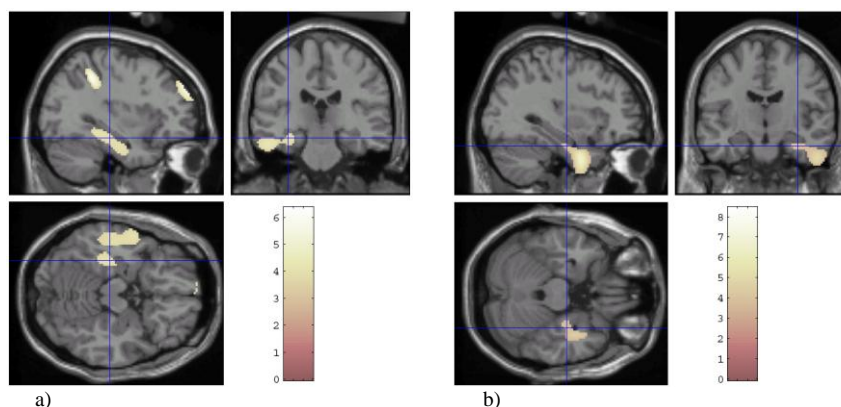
Metabolismo y localización del foco. Resultados de comparar las imágenes de los pacientes temporales izquierdos y los temporales derechos con el grupo control. a) Localización del máximo hipometabólico, lóbulo temporal (área de Brodmann 20 y 21) de los pacientes temporales izquierdos. b) Proyección del hipometabolismo a la zona frontal izquierda (áreas 10, 46, 11, 47) al reducir el nivel de significación  $p_{no\ corregido}$ . c) Localización del máximo hipometabólico, lóbulo temporal (área de Brodmann 20) de los pacientes temporales derechos. d) Zona hipermetabólica presente en la región contralateral (área de Brodmann 21 y 38) de los pacientes temporales derechos. (Imágenes en convenio neurológico, resultados superpuestos en una resonancia patrón).
